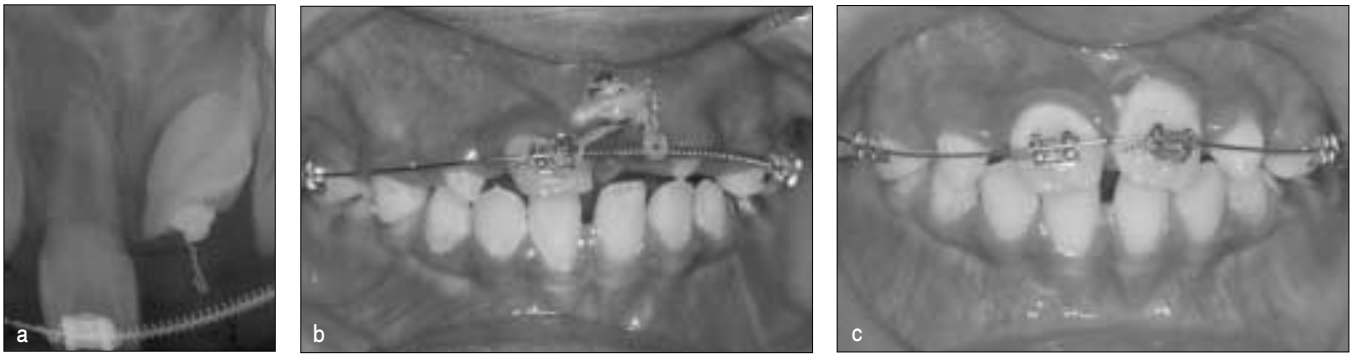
(a)-(c) Radiographic view and intraoral photos during the orthodontic traction procedure.
